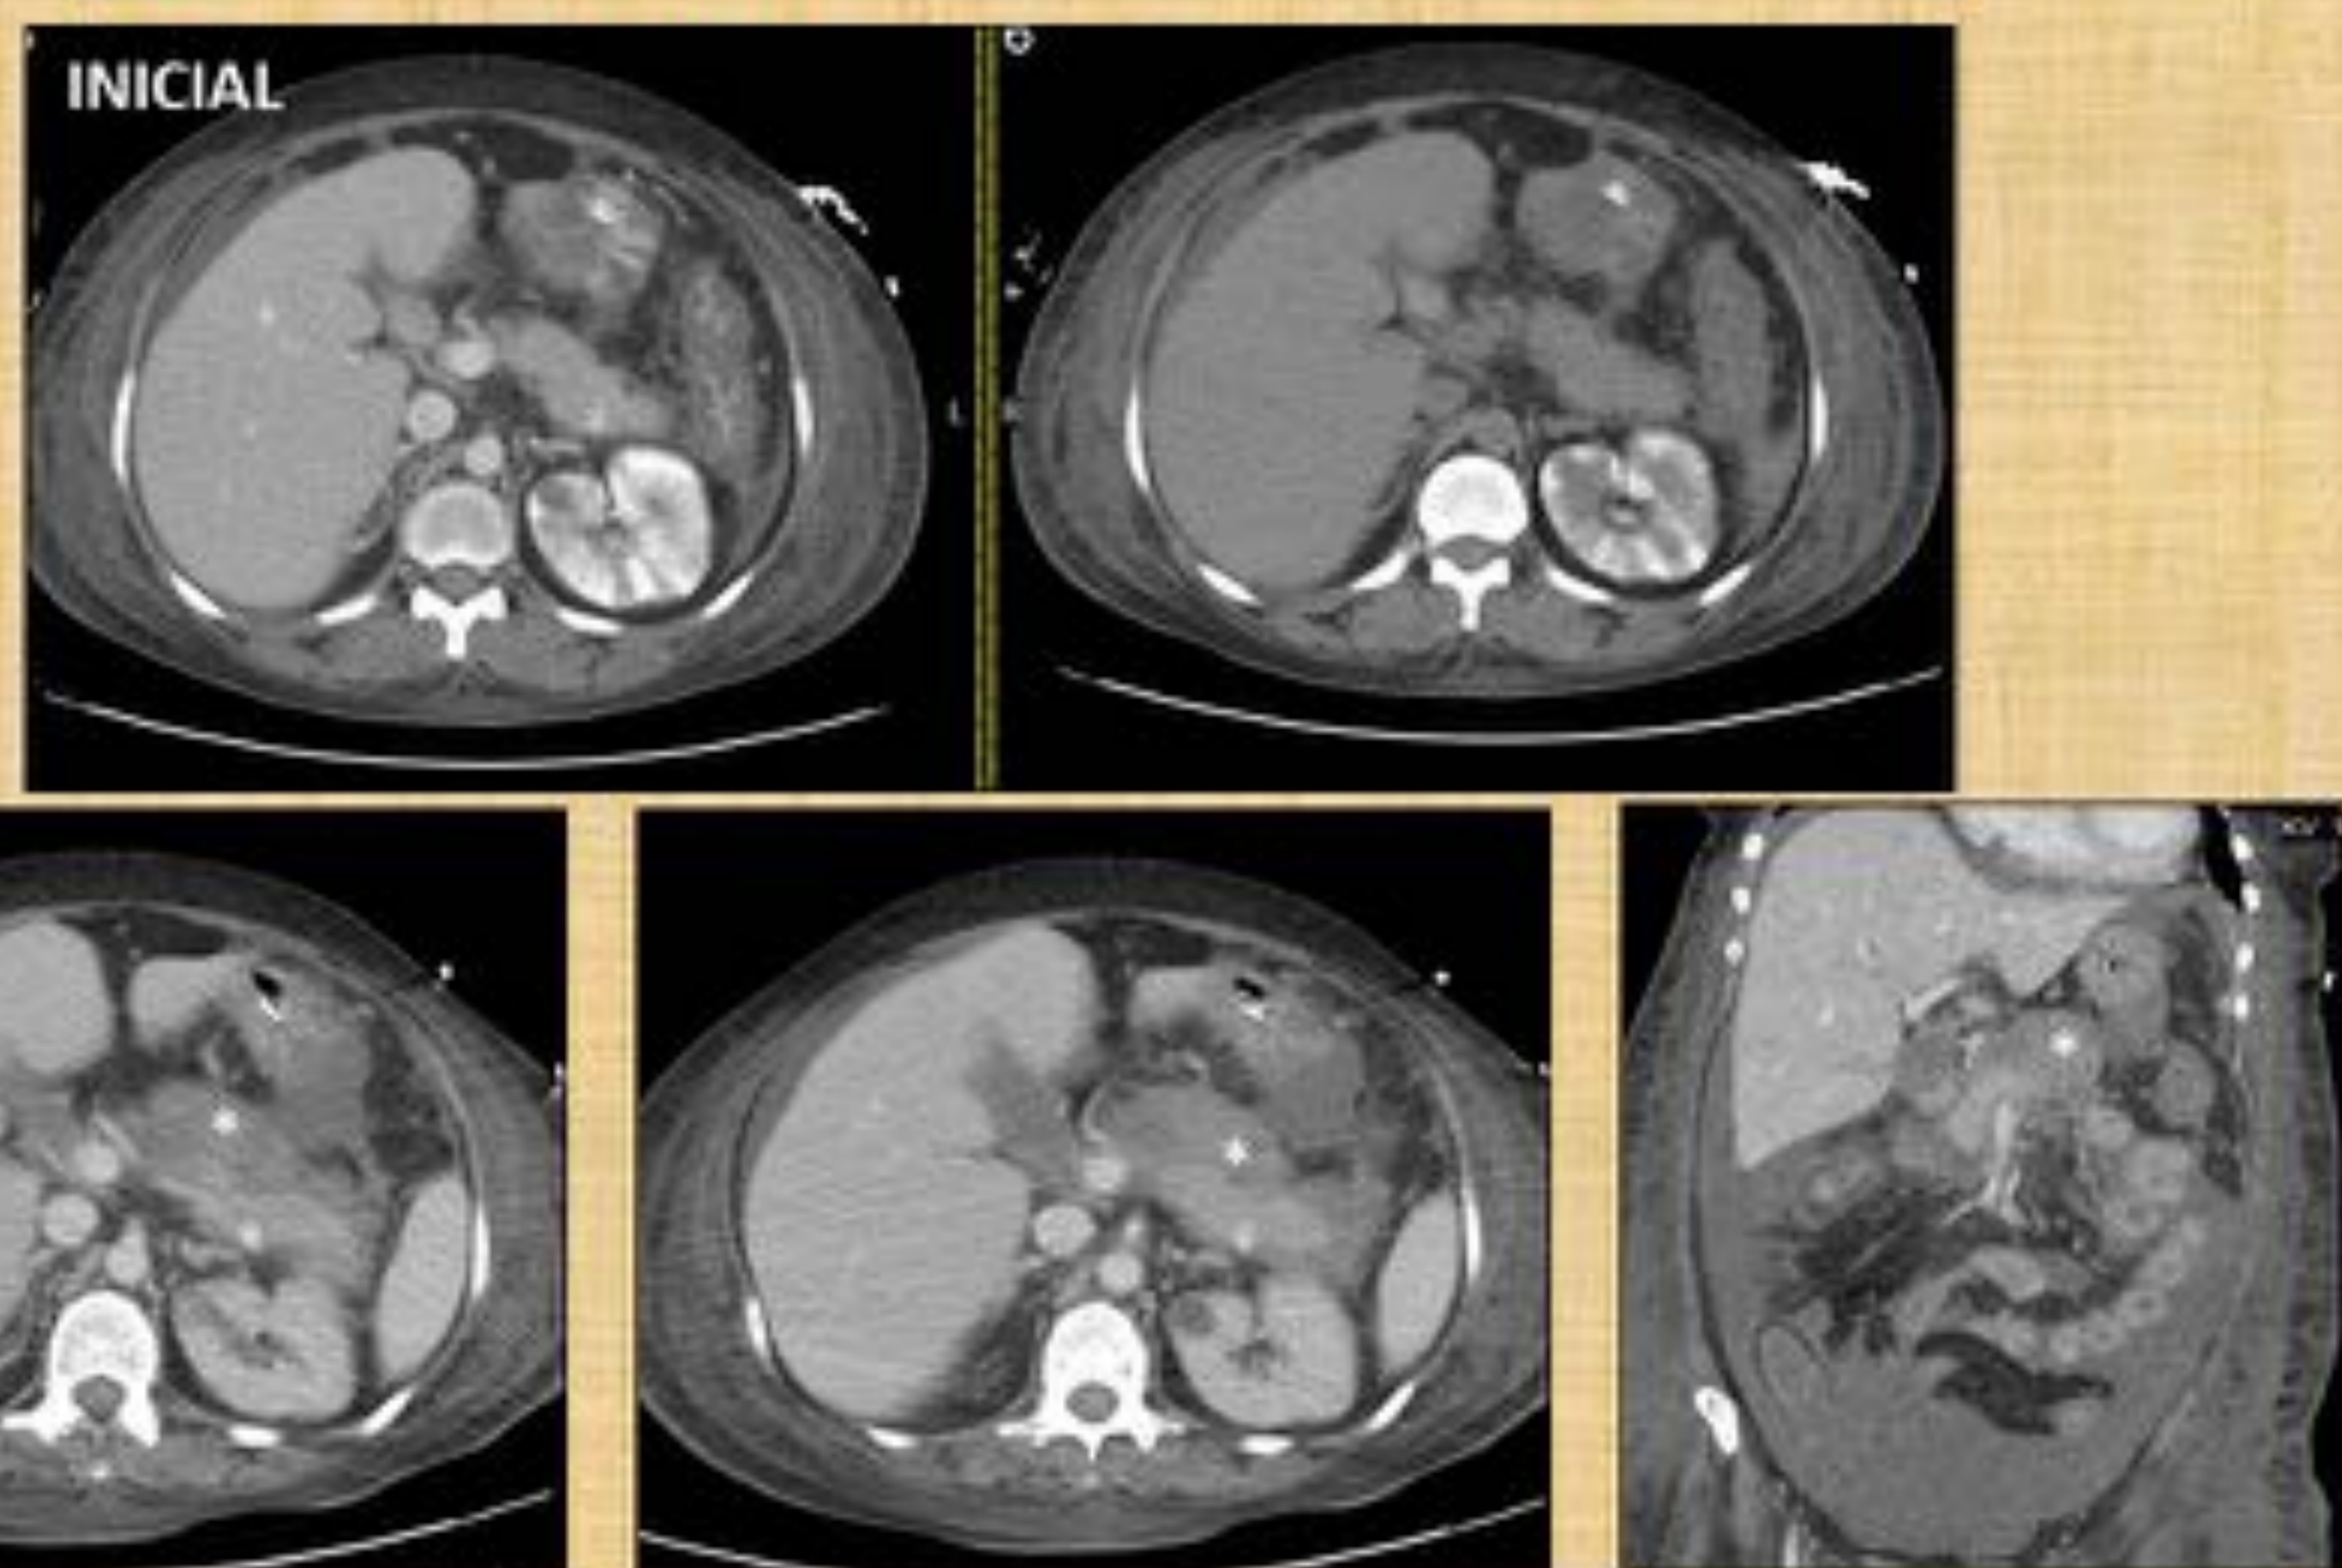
Paciente en UCI dos semanas con shock séptico de origen no claro y fallo multiorgánico con dolor abdominal agudo epigástrico. Un TC previo al episodio de dolor mostraba un páncreas normal así como un nefrograma estriado por necrosis tubular aguda en la fase basal por retención del contraste de otro TC anterior en relación con el estado de shock. La TC demostró la presencia de una colección hiperdensa prepancreática (asterisco) sin necrosis pancreática y líquido libre compatible con pancreatitis hemorrágica en paciente con estado de shock mantenido, sepsis e hipotensión.
